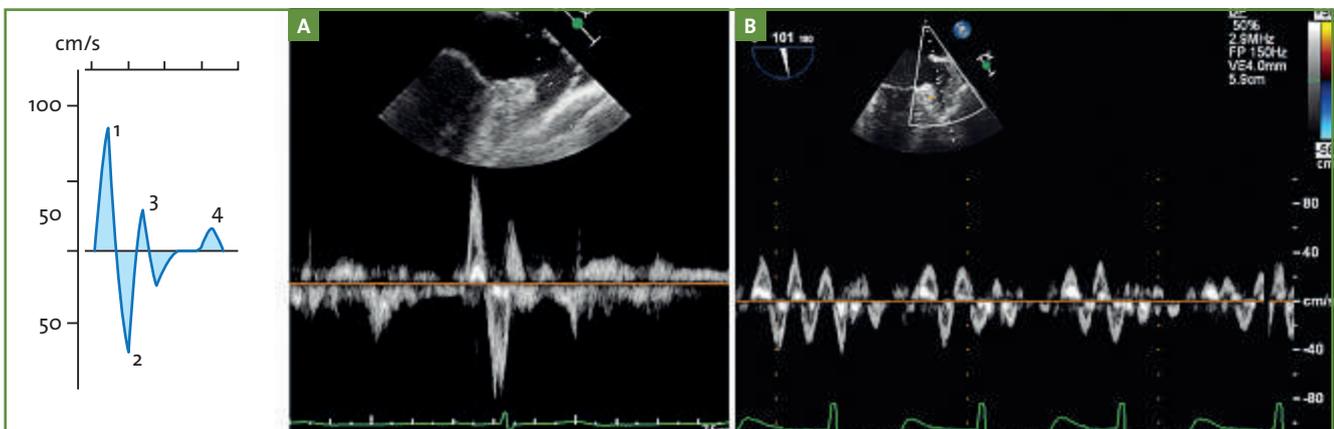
Flux Doppler de l'auricule gauche. A : flux Doppler en rythme sinusal. B : FA : flux désorganisé avec réduction des vitesses.
